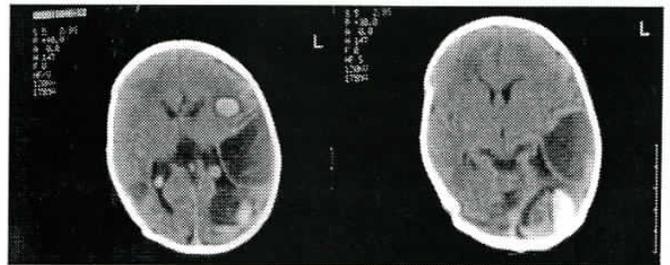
TAC-CE realizada ao 3º dia de vida mostrando cavitações e hematomas intracerebrais em diversos estádios de reabsorção, localizados nas regiões parietal e parieto-occipital esquerdas, sem desvio significativo da linha média.
